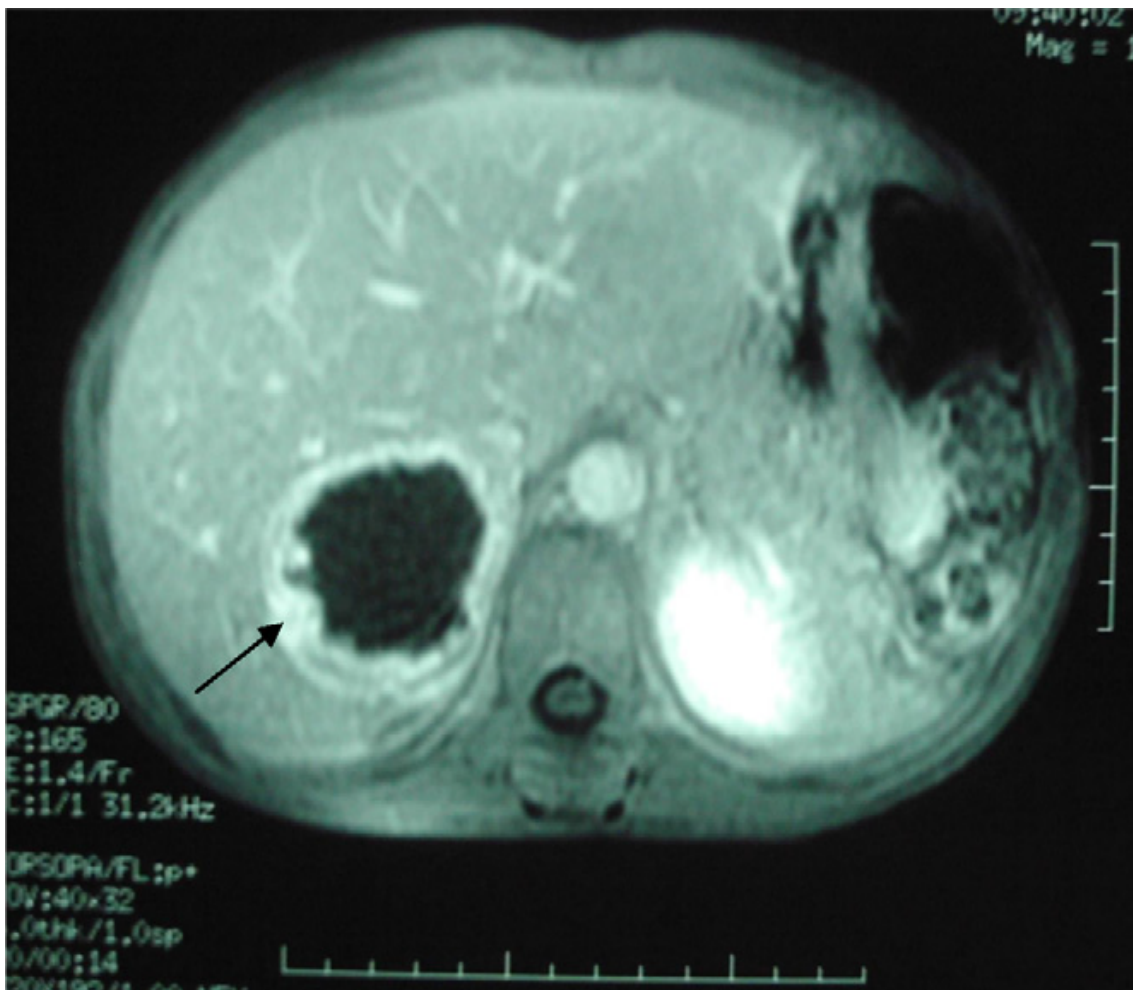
Phéochromocytome surrénalien droit avec une zone de nécrose centrale sur l'IRM
